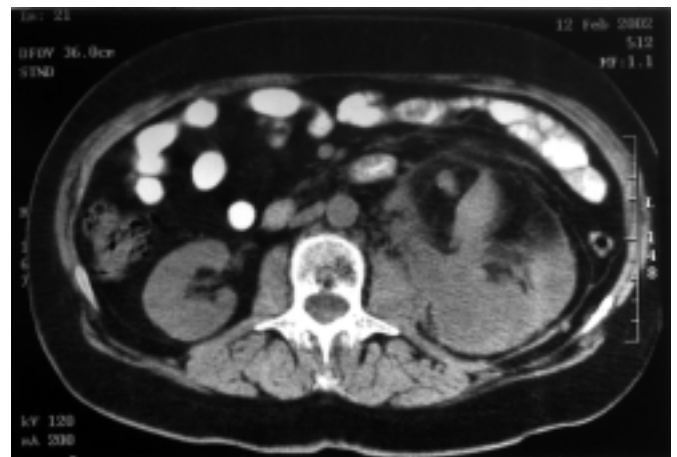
TAC abdomino-pélvico: masa situada delante del psoas.
